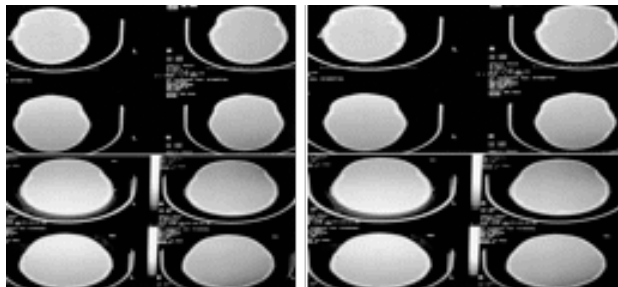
CT scan 3D într-un caz de scafocefalie a (stânga) - preoperator; b (dreapta) - postoperator. Din colecția personală Prof. AV. Ciurea
